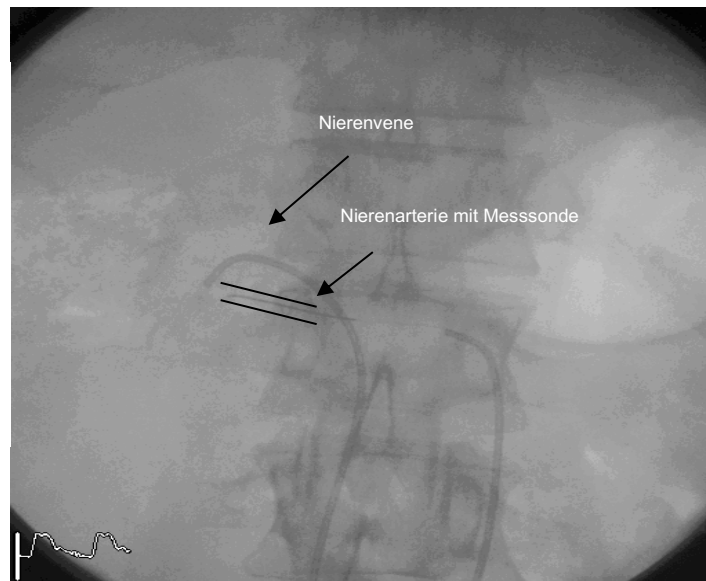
Lage des Führungskatheters mit Doppler-Flussdraht in der rechten Nierenarterie unter Durchleuchtung nach Dümichen [71]
